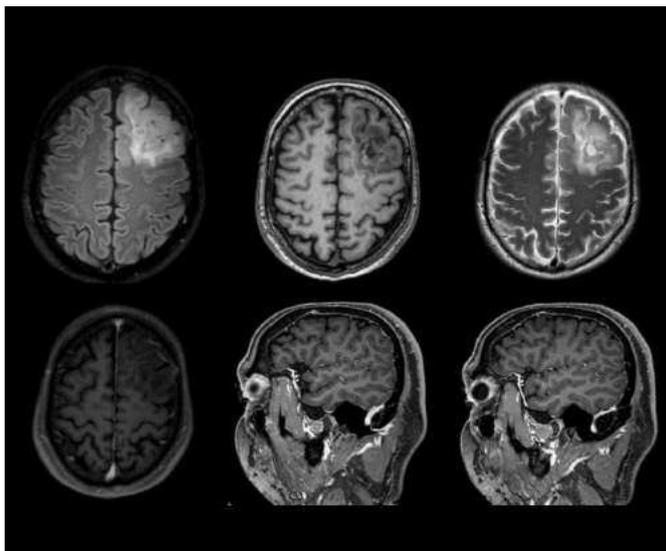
Imagens de RM mostrando uma lesão metastática com captação de contraste, centro necrótico e edema perilesional.
